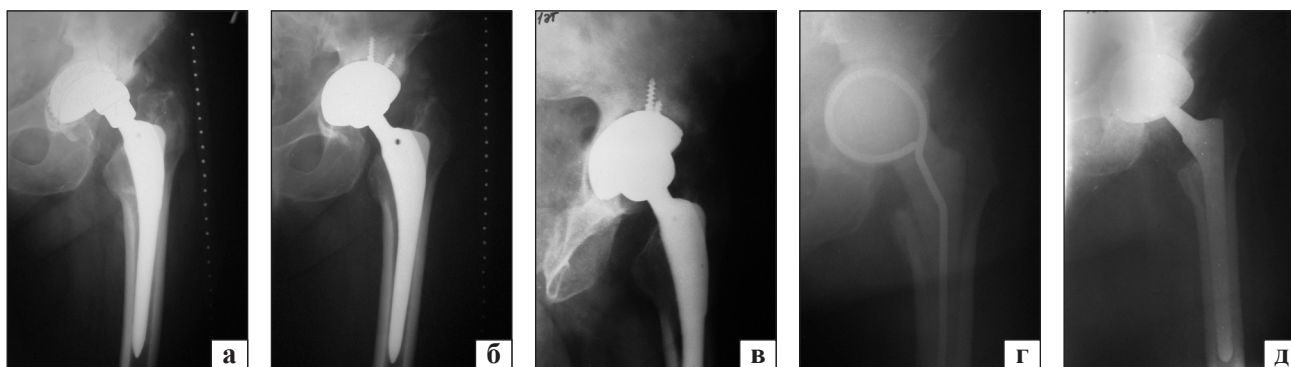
Рентгенограми лівого КС пацієнта К., 68 років: передньо-верхній вивих головки ендопротеза (а); результат першої ревізії — встановлення безцементної чашки, заміна головки (32 мм) та лайнера ендопротеза (б); септична нестабільність чашки ендопротеза (в), проксимальний дефект лівої стегнової кістки заміщений металоцементним спейсером (г); тотальне ендопротезування системою «AK Medical» за запропонованим авторами способом (д)
